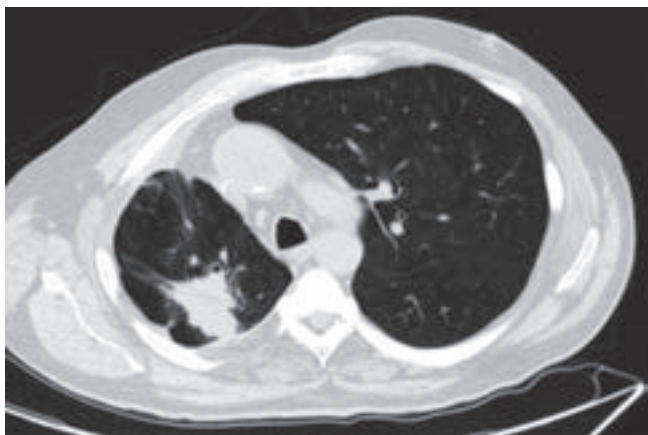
CT hrudníku v době zahájení léčby 1. linie (6/2013) – redukce pravého hemithoraxu, tumor horního laloku pravé plíce, fluidothorax v několika tekutinových kapsách
